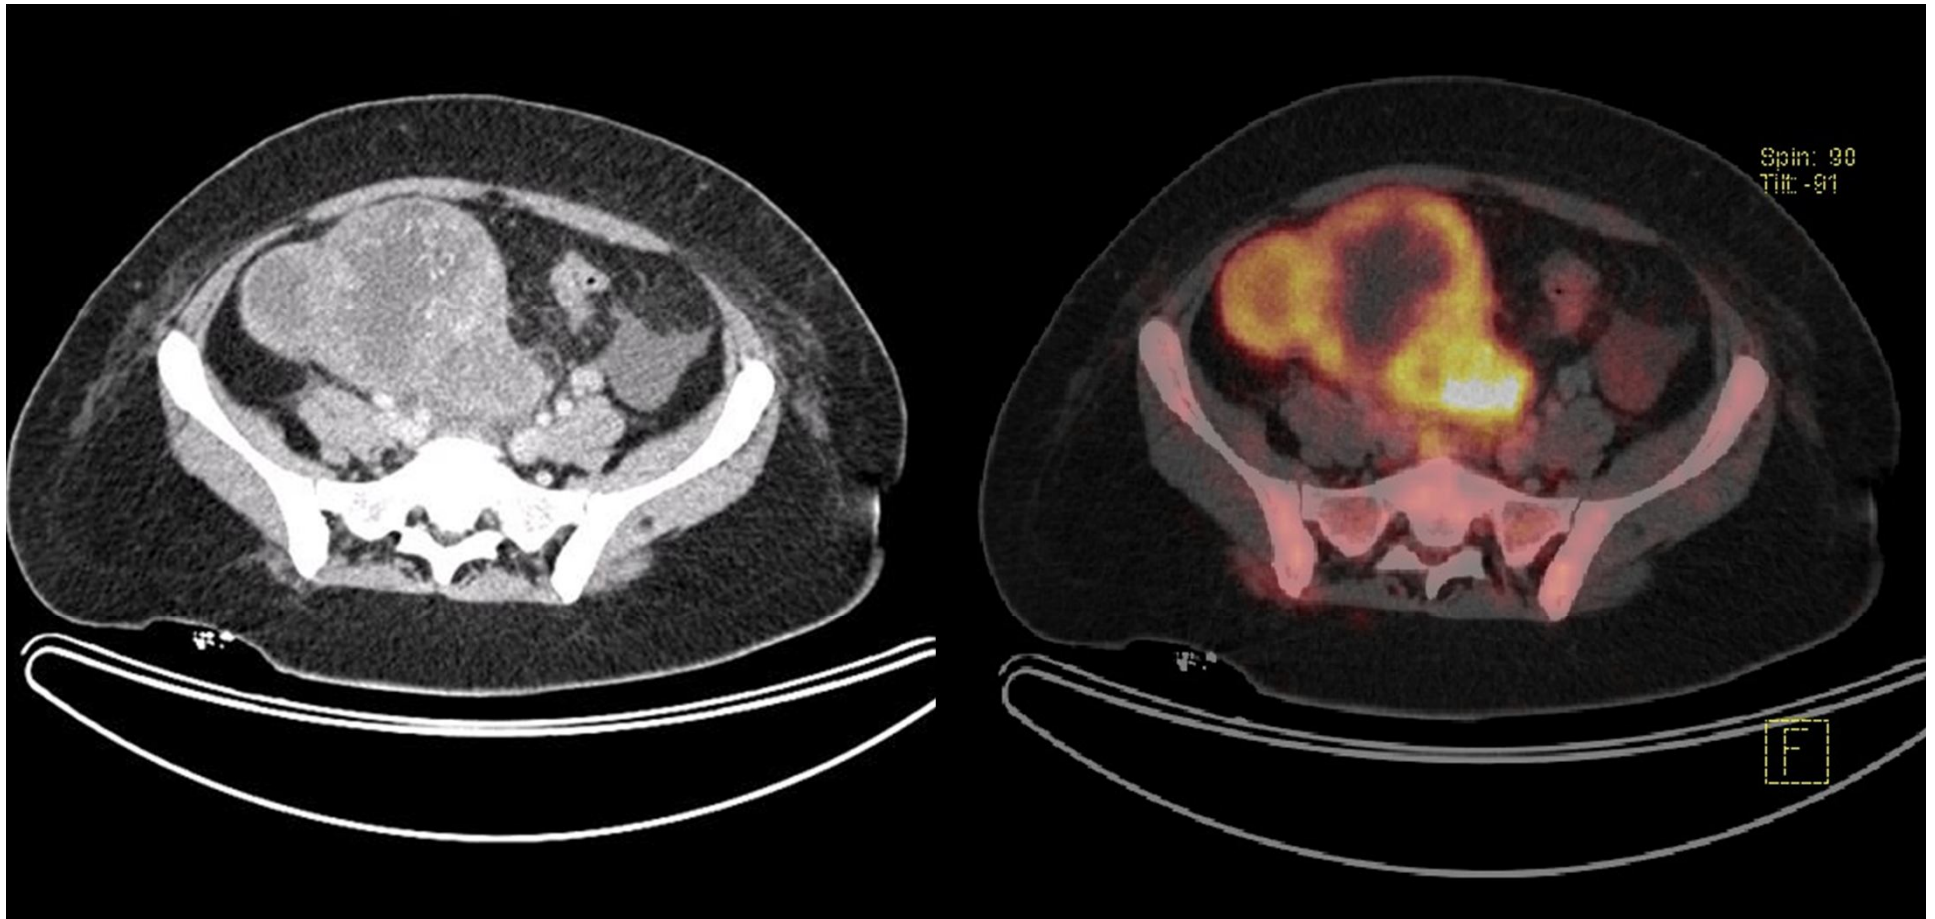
(izquierda) y 2 (derecha) : Mujer de 32 años con historia de larga data de molestias abdominales leves e inespecífica, y amenorrea de 3 años de evolución. Consulta por pesquisa de masa abdominal derecha. Imagen 1: TAC de abdomen y pelvis c/contraste: Se identifica una masa multilobulada pelviana lateralizada a derecha, con áreas necróticas y áreas calcificadas con realce heterogéneo (flecha). Imagen 2: PET CT revela captación importante del radiofármaco en lesión descrita.
